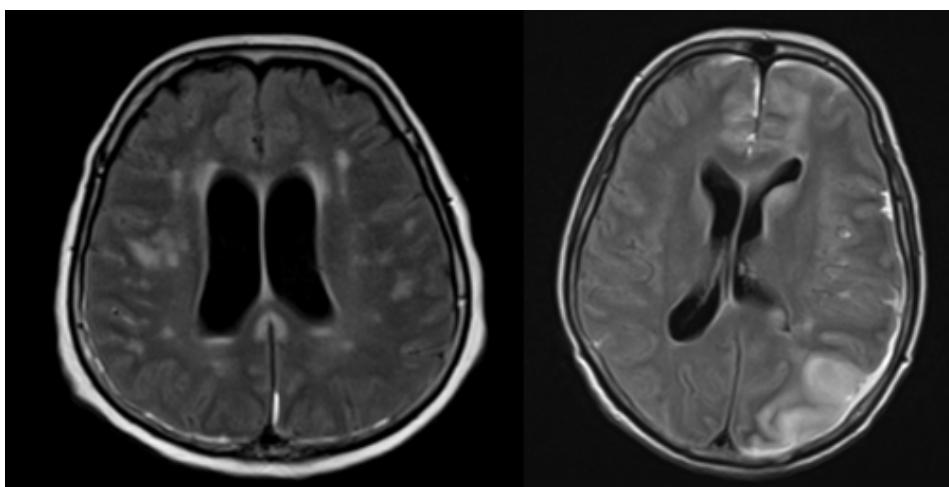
Lésions ischémiques visualisées en hypersignal FLAIR à l'IRM, non détectées par l'EEG (patient 2 à gauche et 8 à droite)
